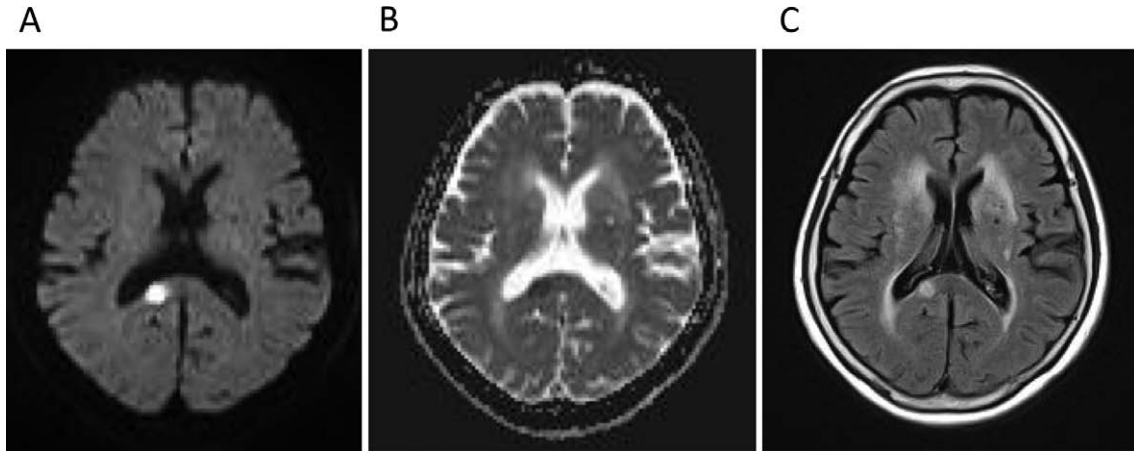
Brain MRI taken on day 6 after the onset of the symptoms.
